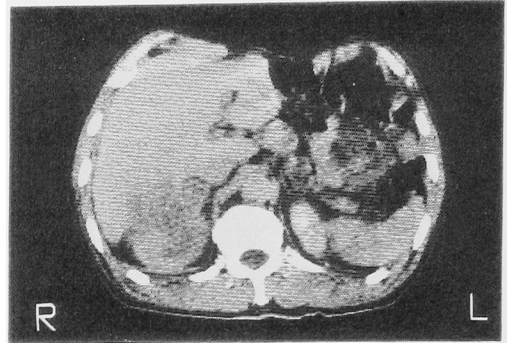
CT scan demonstrates a hypodense mass at the upper pole of the right kidney. The mass is adjacent to the liver.
